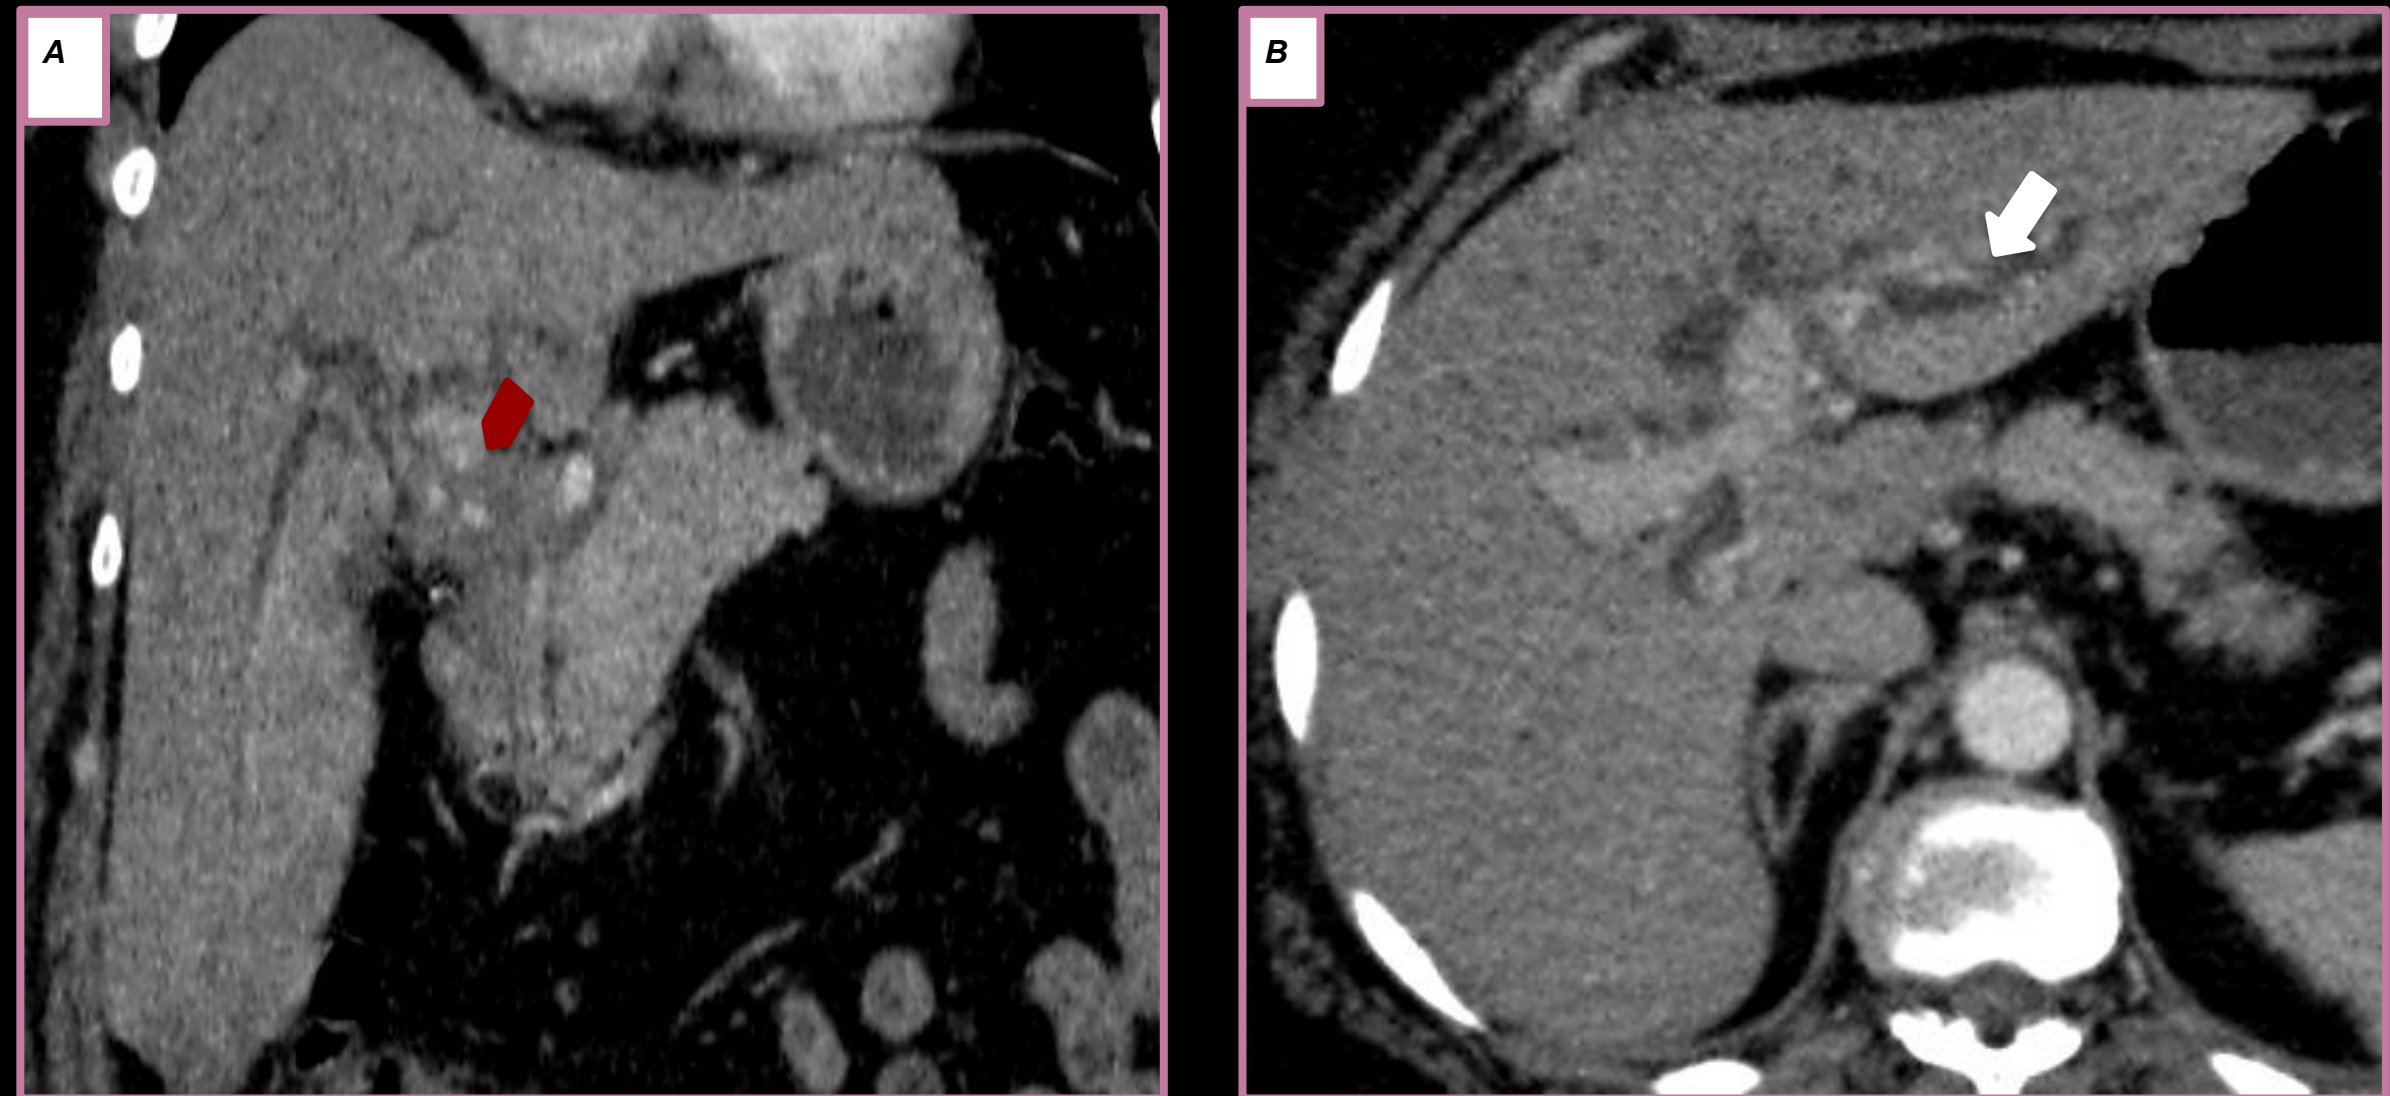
TC abdomen con contraste endovenoso donde se evidencia en la imagen A reconstrucción coronal engrosamiento periductal infiltrante a nivel de los conductos hepáticos (flecha roja) y en imagen B dilatación de la vía biliar intrahepática (flecha blanca) correspondientes a un Colangiocarcinoma hiliar.
